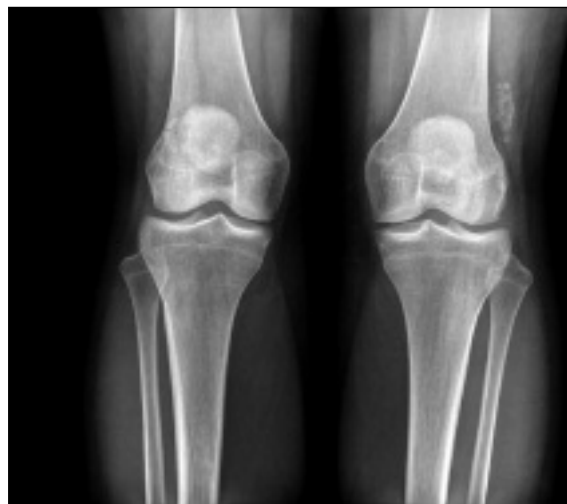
Knee x-ray of demonstrating left suprapatellar and right peripatellar radiopaque bodies with the same bone density compatible with synovial osteochondromatosis.
